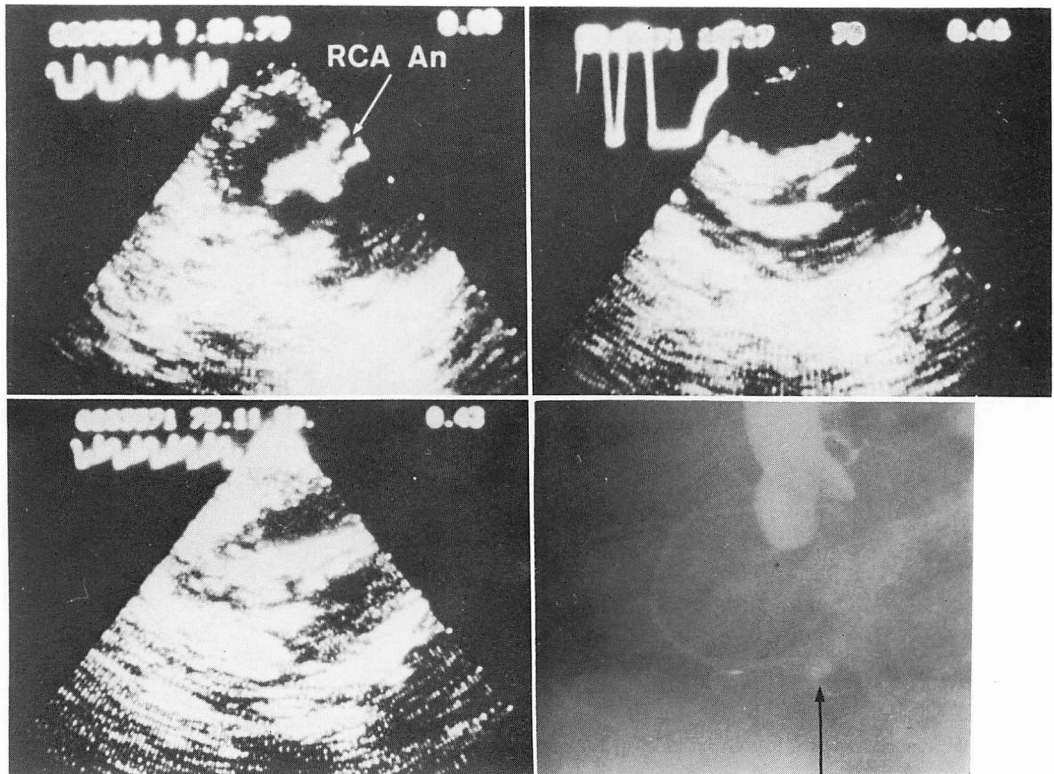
Serial two-dimensional echocardiograms and aortogram from a case of MCLS with the right coronary artery aneurysm.
